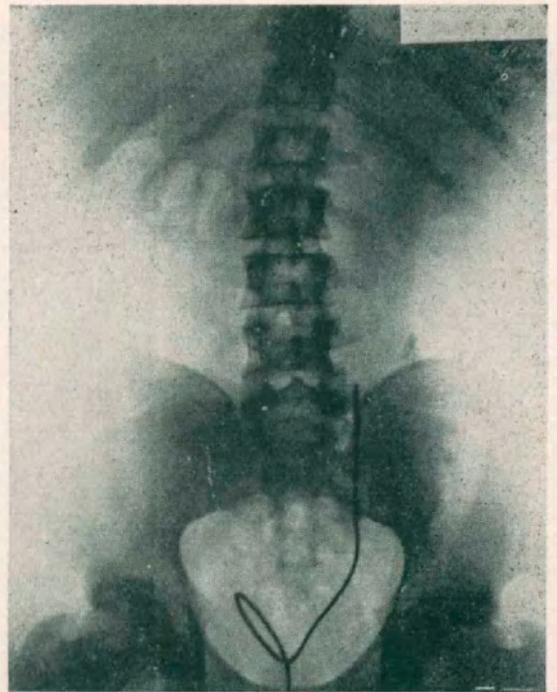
Radiografía con catéter ureteral opaco.
